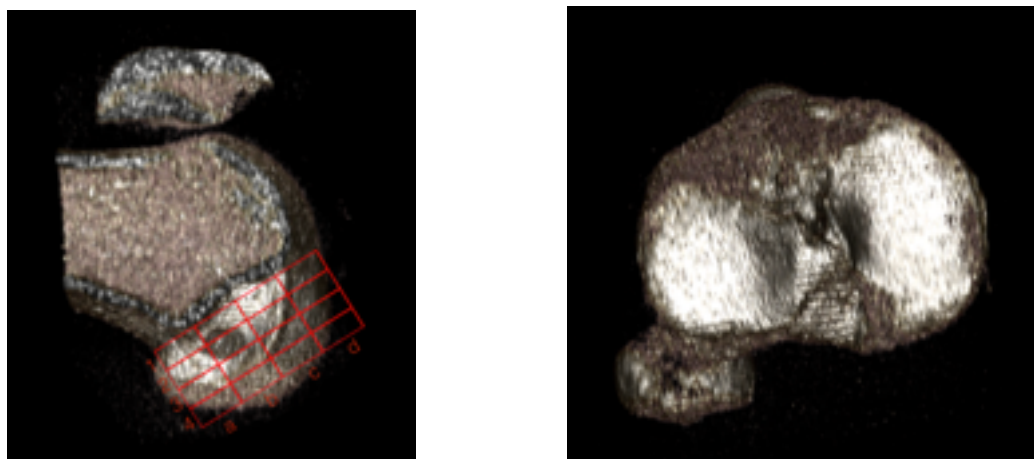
Reconstrucción con TC de los túneles del Caso 5
